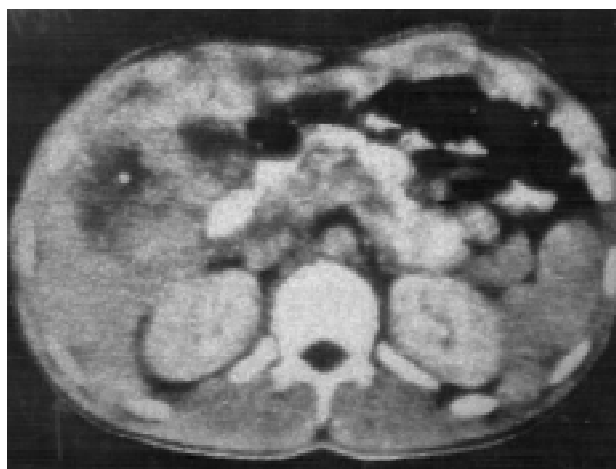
Imagen de tomografía computada abdominal que muestra un hematoma parenquimatoso, lesión tipo III.
